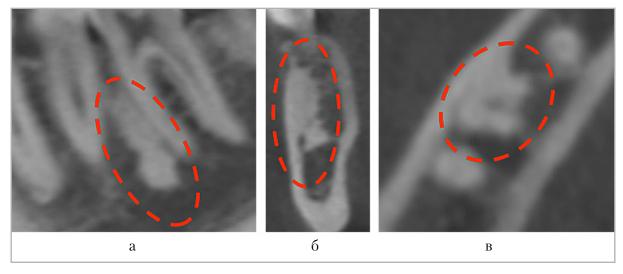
Конусно-лучевые компьютерные томограммы. МРR в кососагиттальной (а), коронарной (б) и аксиальной (в) плоскостях. Очаг структурных изменений костной ткани в области зубов 4.5–4.6, располагающийся в альвеолярной части нижней челюсти, относящийся к кортикальной пластинке челюсти, в единичном количестве, неправильной формы, с неровными четкими контурами, плотностью около 1600 ед. НU — предварительное рентгенологическое заключение — очаг локального остеосклероза нижней челюсти (красный пунктирный овал)
